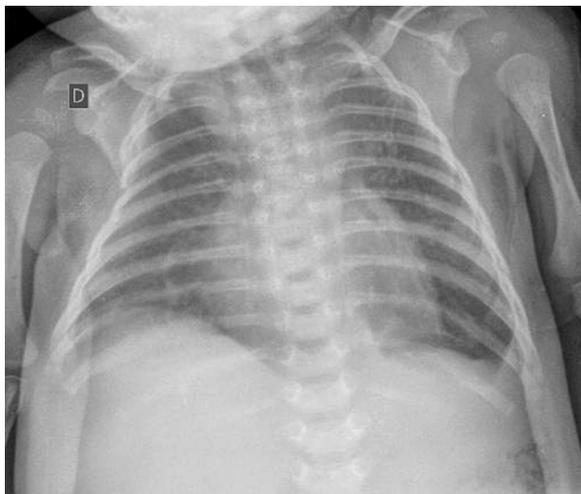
Radiografia de tórax em AP após correção cirúrgica de hérnia diafragmática, sem anormalidades aparentes.
